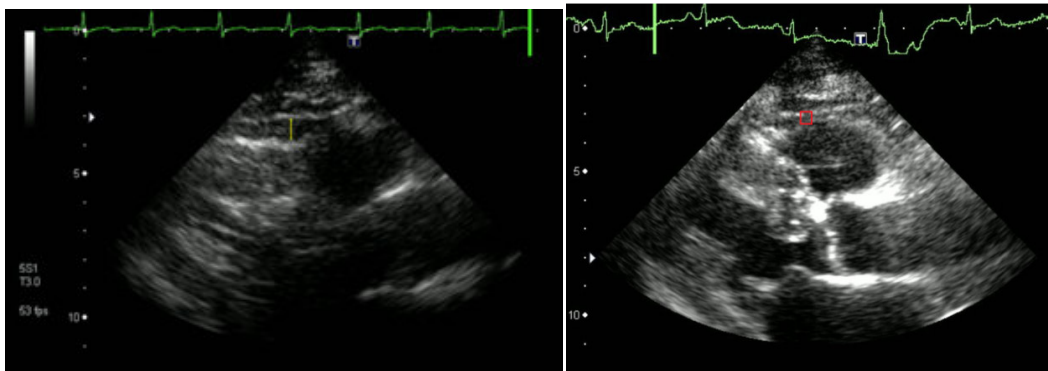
Medida da espessura da gordura epicárdica por ecocardiografia. Imagem da esquerda com gordura epicárdica espessa (linha amarela) e imagem da direita sem gordura epicárdica (retângulo vermelho).
